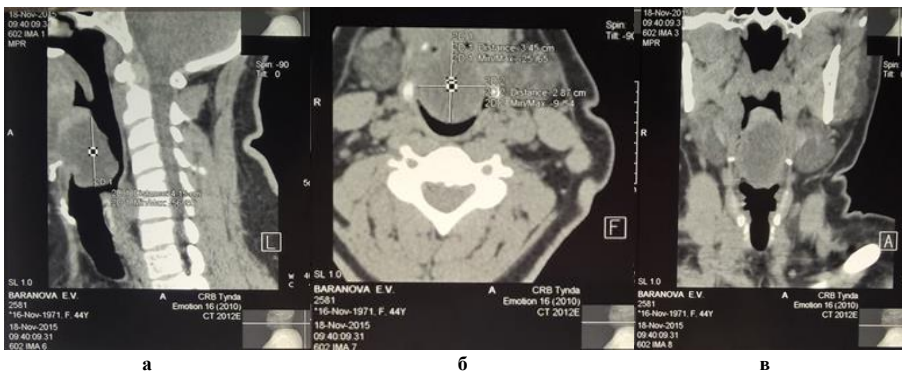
КТ мягких тканей шеи больной Б., 44 лет (а – сагиттальная проекция; б – аксиальная проекция; в – фронтальная проекция - Новообразование язычной миндалины).
